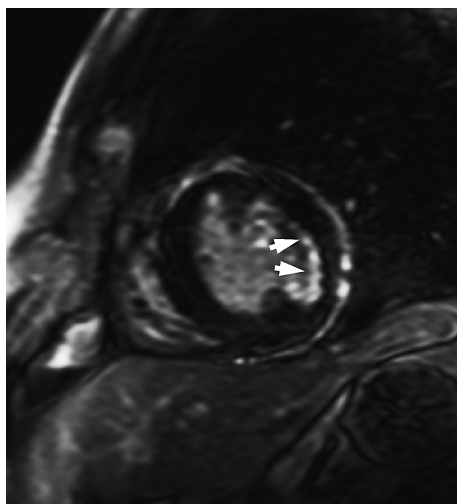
Late gadolinium enhanced MRI at 3T in a 68-year-old woman with chest pain. Subendocardial infarction is observed in the lateral wall.
